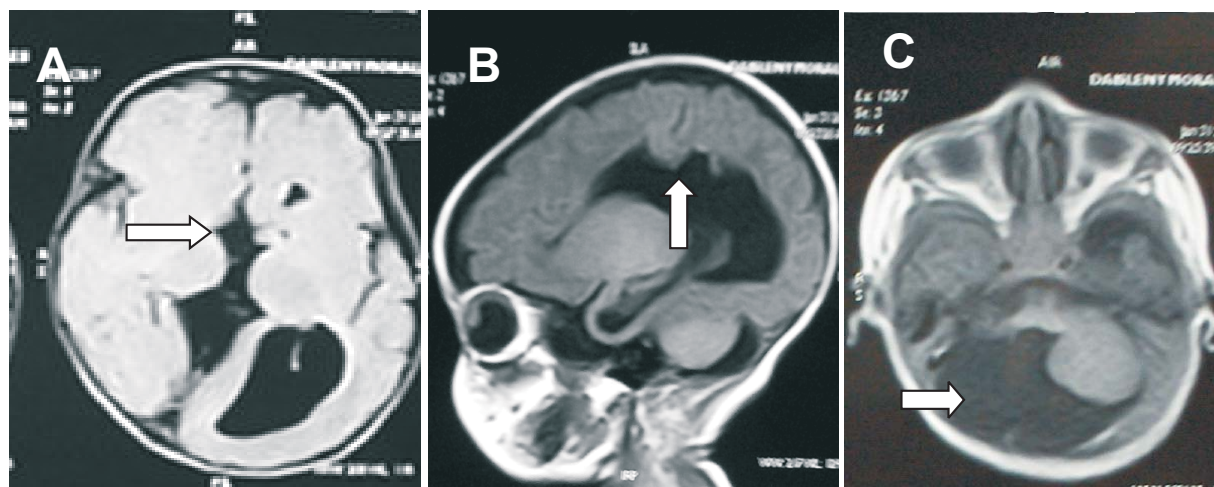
RM cerebral de la paciente 3. (A) Corte axial en T1 mostrando agenesia de cuerpo calloso. (B) Corte sagital en T1 muestra heterotopías periventriculares. (C) Corte axial en T1 ilustrando un quiste aracnoideo.
